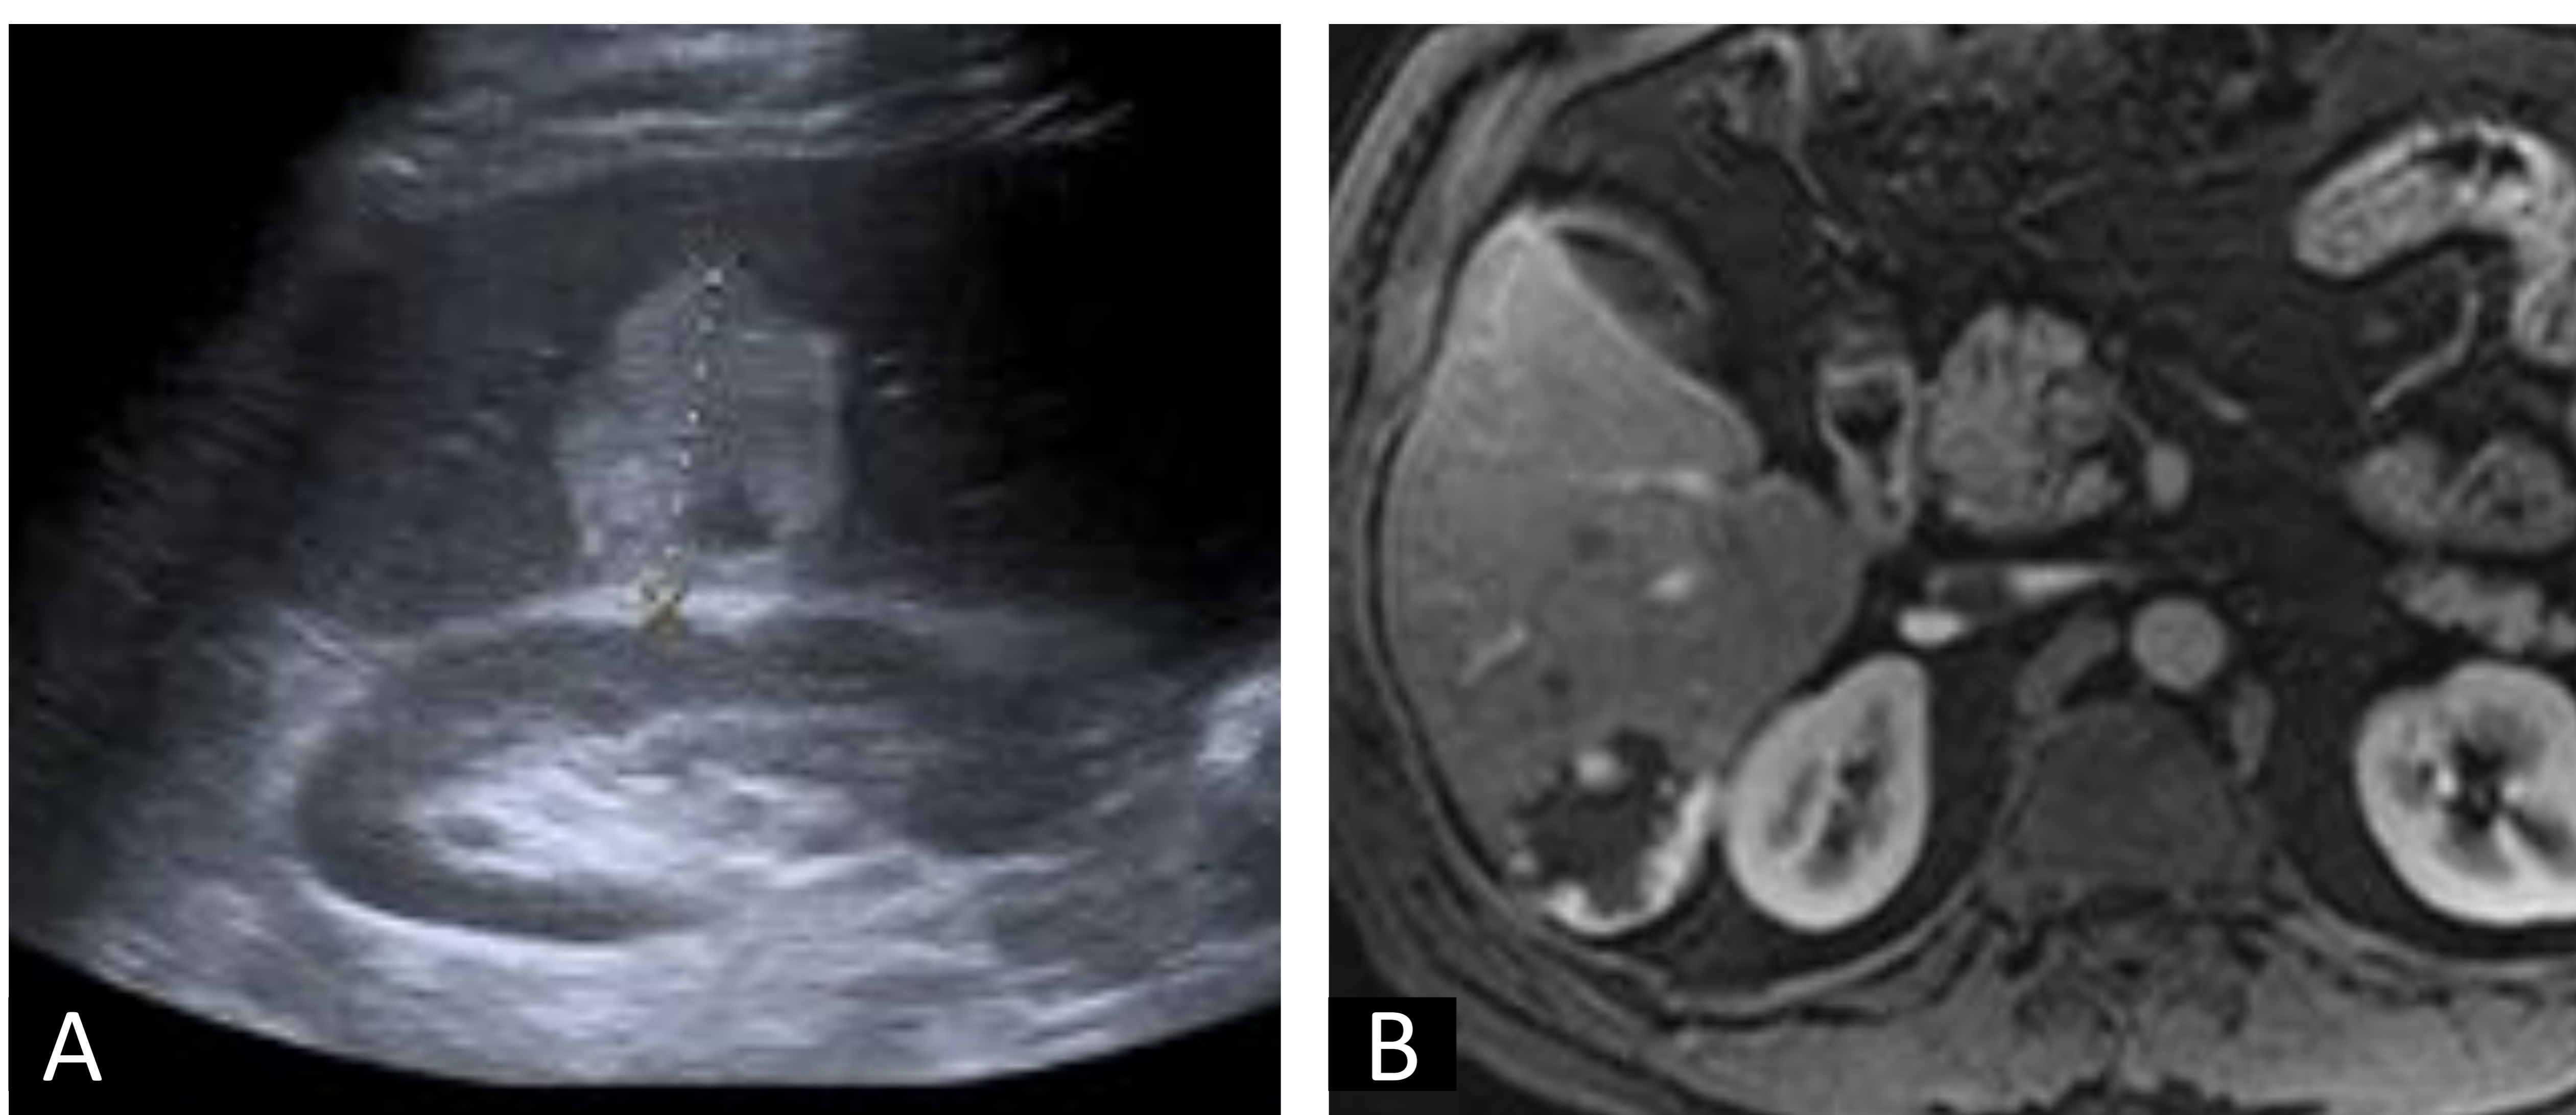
Hallazgo definitivamente benigno en un varón de 47 años con antecedentes de infección crónica por VHC y esteatosis hepática. (a) En el corte axial de US (A) se observa una lesión hiperecogénica de 4,2 cm en segmento hepático VI, ya caracterizada previamente como hemangioma en una RM previa (B); se adjunta imagen en fase arterial. Se clasificó como categoría US-1 (negativo) y se recomendó seguimiento en 6 meses mediante US.
